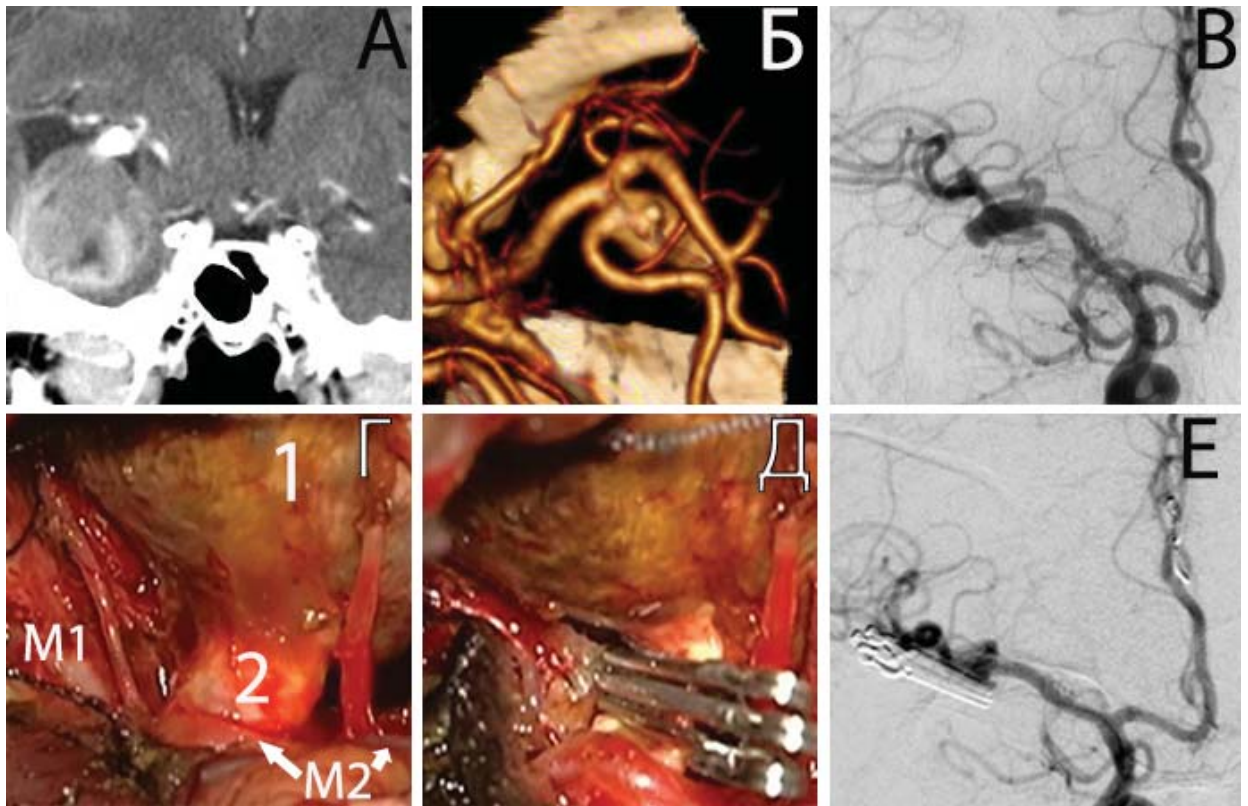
Клипирование шейки гигантской ЧТА бифуркации правой СМА без предварительной ТЭ у пациентки Е., 54 лет. А. КТ до операции: видно тромбированное тело аневризмы; Б, В. КТА и ЦАГ до операции: видна шейка аневризмы без тромбов; Г. интраоперационное фото. Вид ГА после препаровки СЩ: 1 – тромбированный купол аневризмы, 2 – шейка аневризмы; Д. результат простого клипирования тремя клипсами; Е. ЦАГ п/о: тотальное выключение аневризмы
